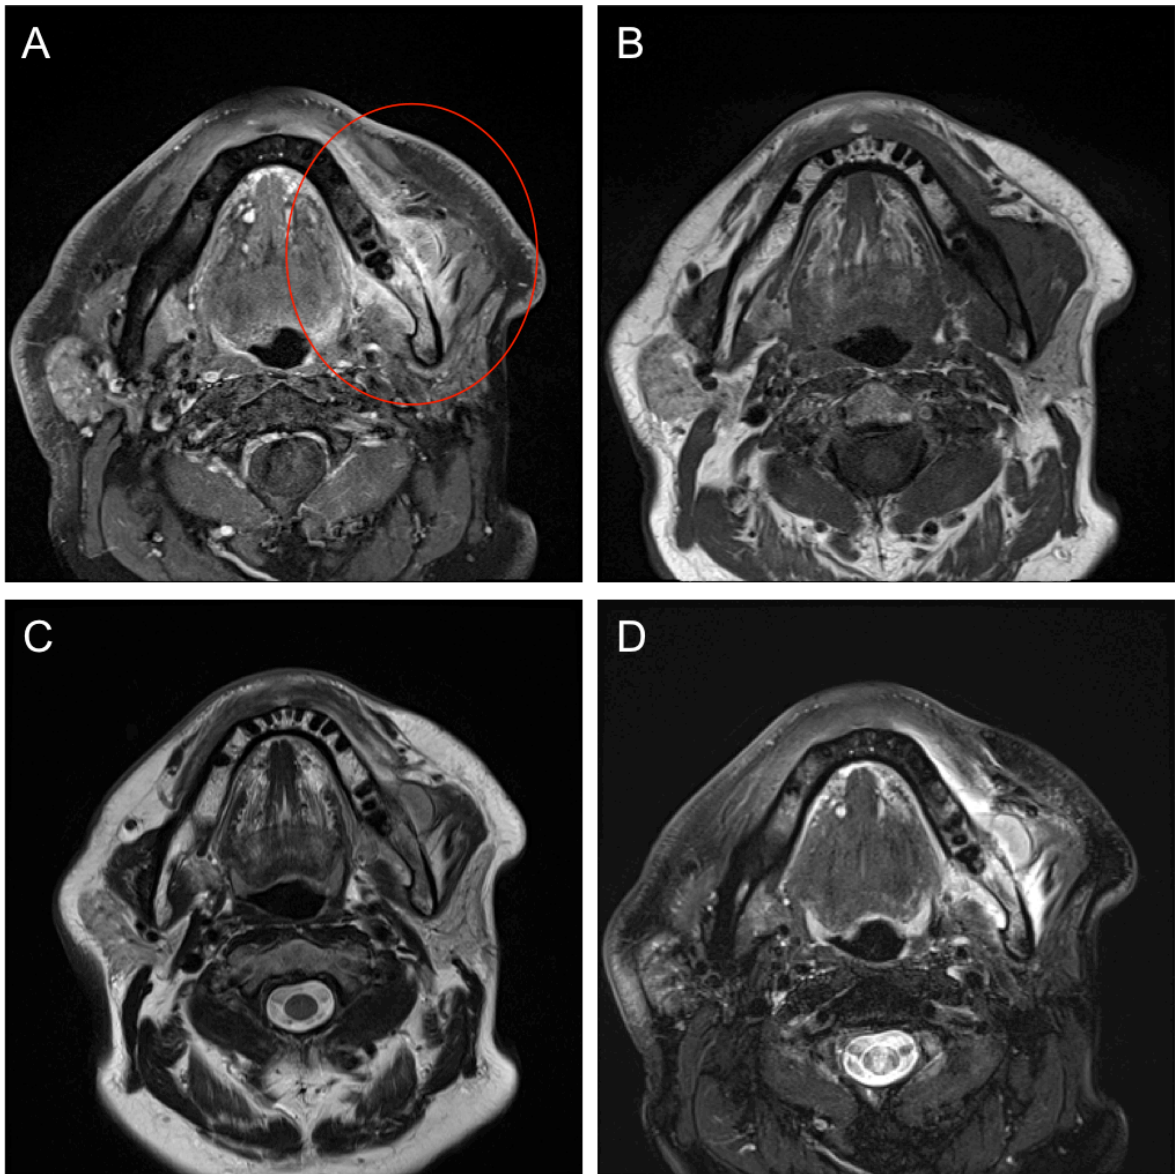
Acquisitions en IRM en coupes axiales d'une mandibule montrant un envahissement osseux. A. Séquence T1 FAT SAT avec injection de gadolinium : lésion prenant le contraste, avec prise de contraste médullaire. B. Séquence T1 : lésion hypo intense en T1, perte du signal médullaire, remplacement médullaire tumoral. C. Séquence T2 : lésion hyper intense médullaire. D. Séquence T2 FAT SAT : lésion hyper signal T2.
